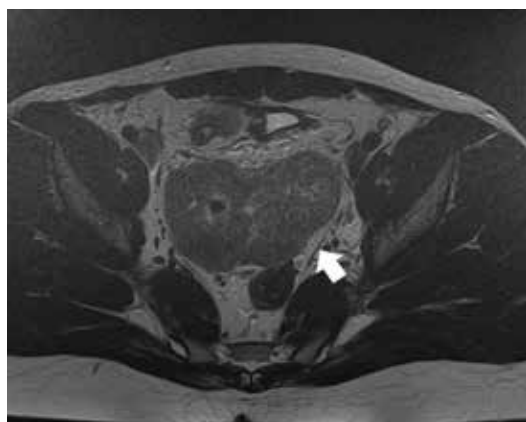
МРТ-сканы от 26.09.2023
